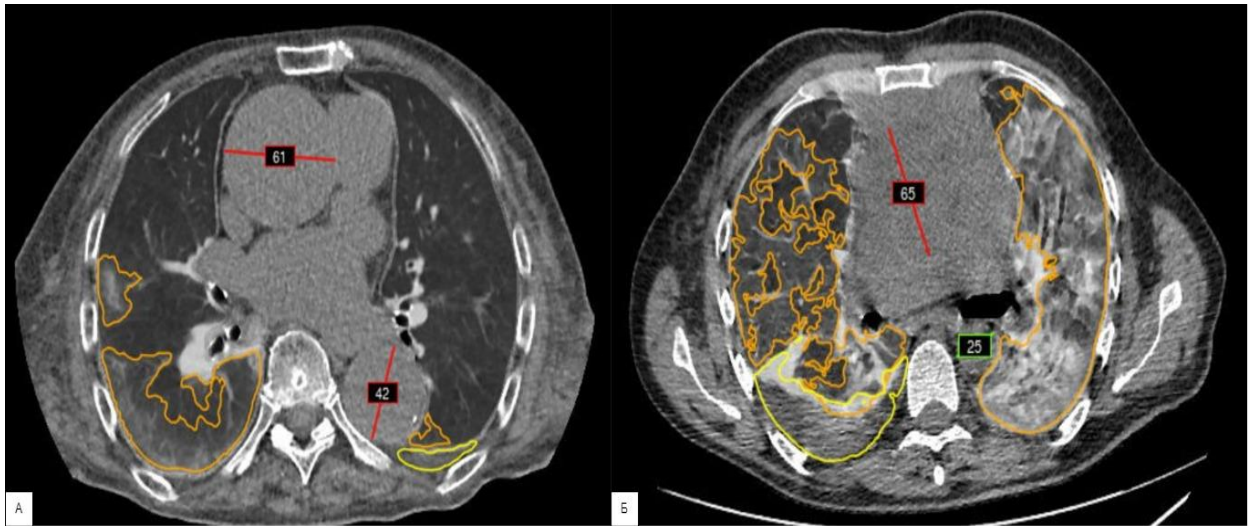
Иллюстрация работы комплексного сервиса с ТИИ при анализе данных КТ грудной клетки:
